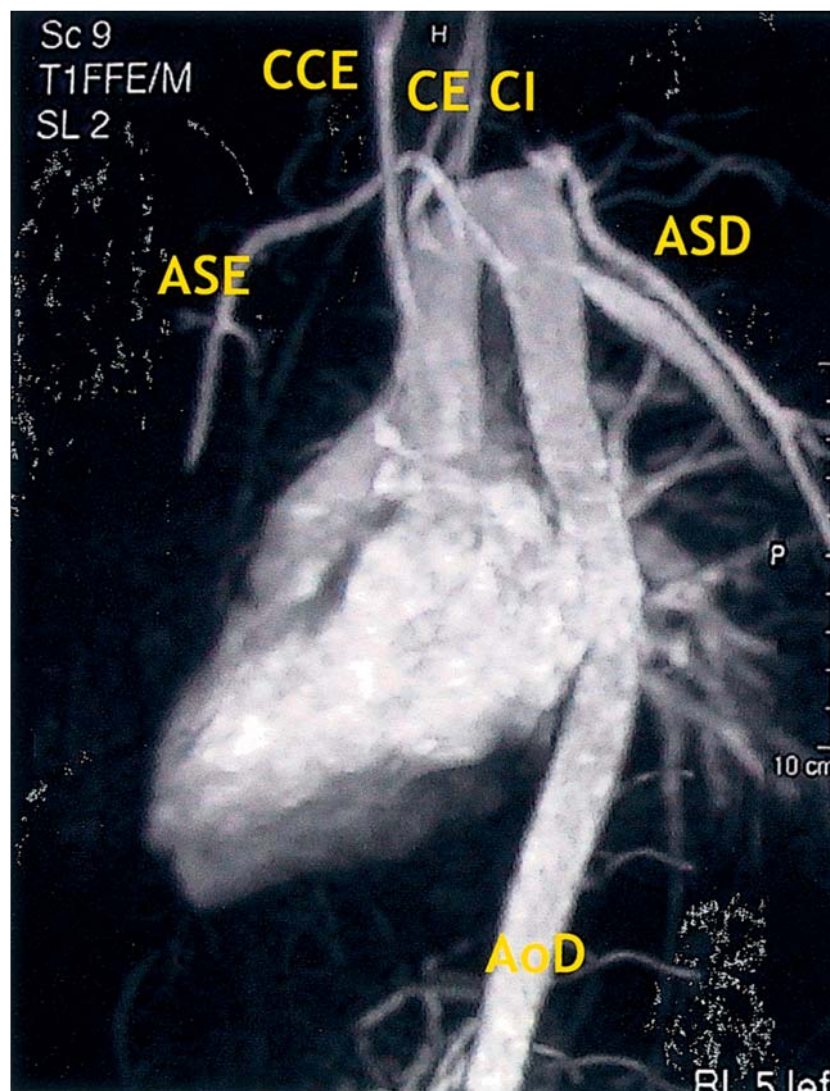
Corte oblíquo obtido por angiorressonância (spin de eco ponderado em T1) com contraste – gadolínio, demonstrando uma anatomia arterial anómala sobreponível à do 1.º caso. AoD, aorta descendente; ASD, artéria subclávia direita; ASE, artéria subclávia esquerda; CCE, carótida comum esquerda; CE, carótida externa direita; CI, carótida interna direita.
